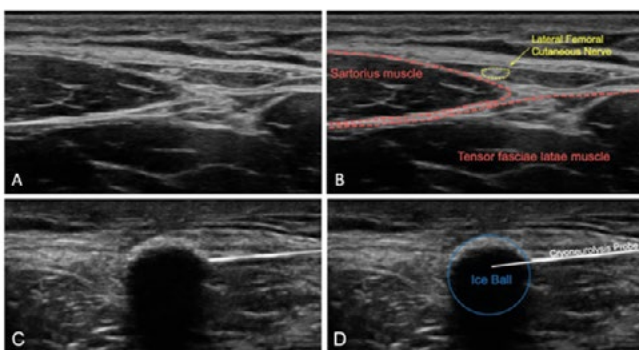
⁽¹⁸⁾ Visualisation de la boule de glace sous échographie dans cryoneurolyse :
